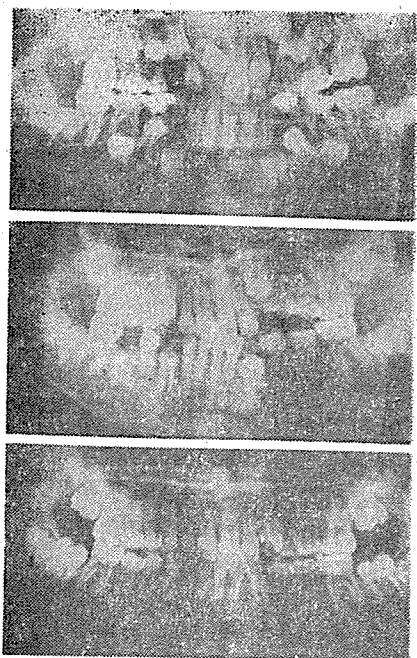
Orthopantomograph(上:治療前, 中:治療終了直後, 下:治療終了 1年8個月後)
